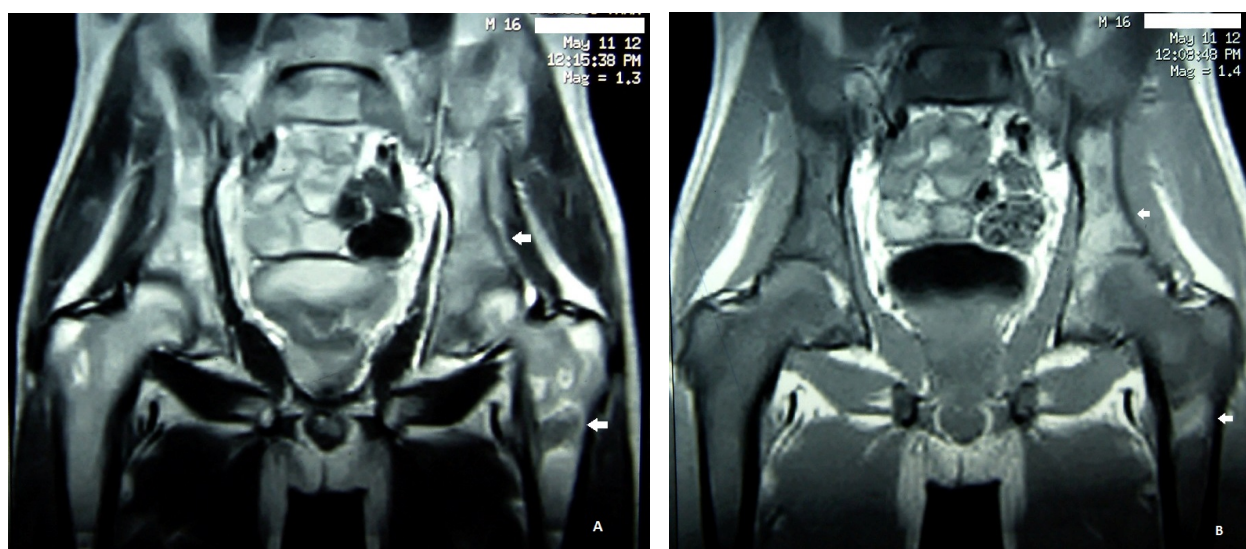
IRM du bassin et des fémurs montrant des foyers d'hypersignal sur les coupes pondérées en séquences T2 (A) et des foyers d'hyposignal sur les coupes pondérées en séquences T1 (B).
